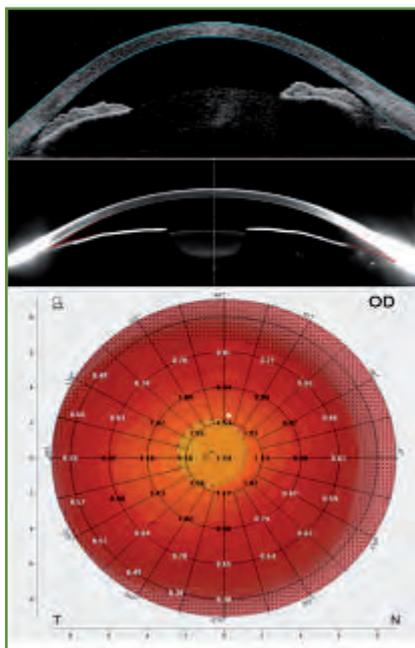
Coupes du segment antérieur d'un patient présentant un glaucome chronique par fermeture de l'angle en tomographie par cohérence optique (OCT Visante, haut) et caméra Scheimpflug (Pentacam, milieu). Représentation topographique de la profondeur de la chambre antérieure (Pentacam, bas).
